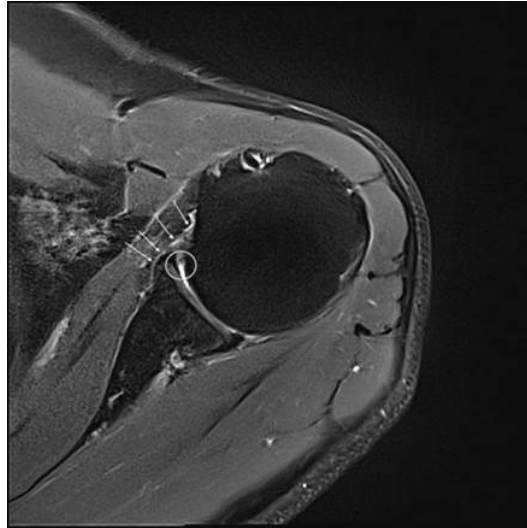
Axiale T2 MRT zeigt einen Buford-Komplex mit fehlendem anterosuperiorem Labrum (Kreis) und verdicktem MGHL (Pfeile) (93) (bearbeitet)
